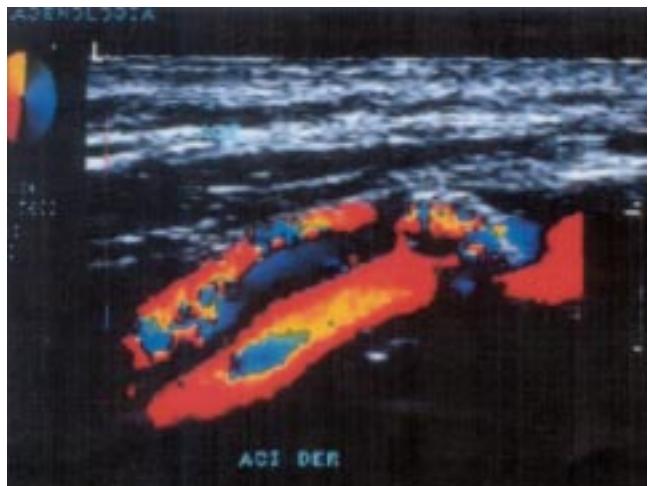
Eco-Doppler color: muestra importante estenosis de la bifurcación carotídea.
